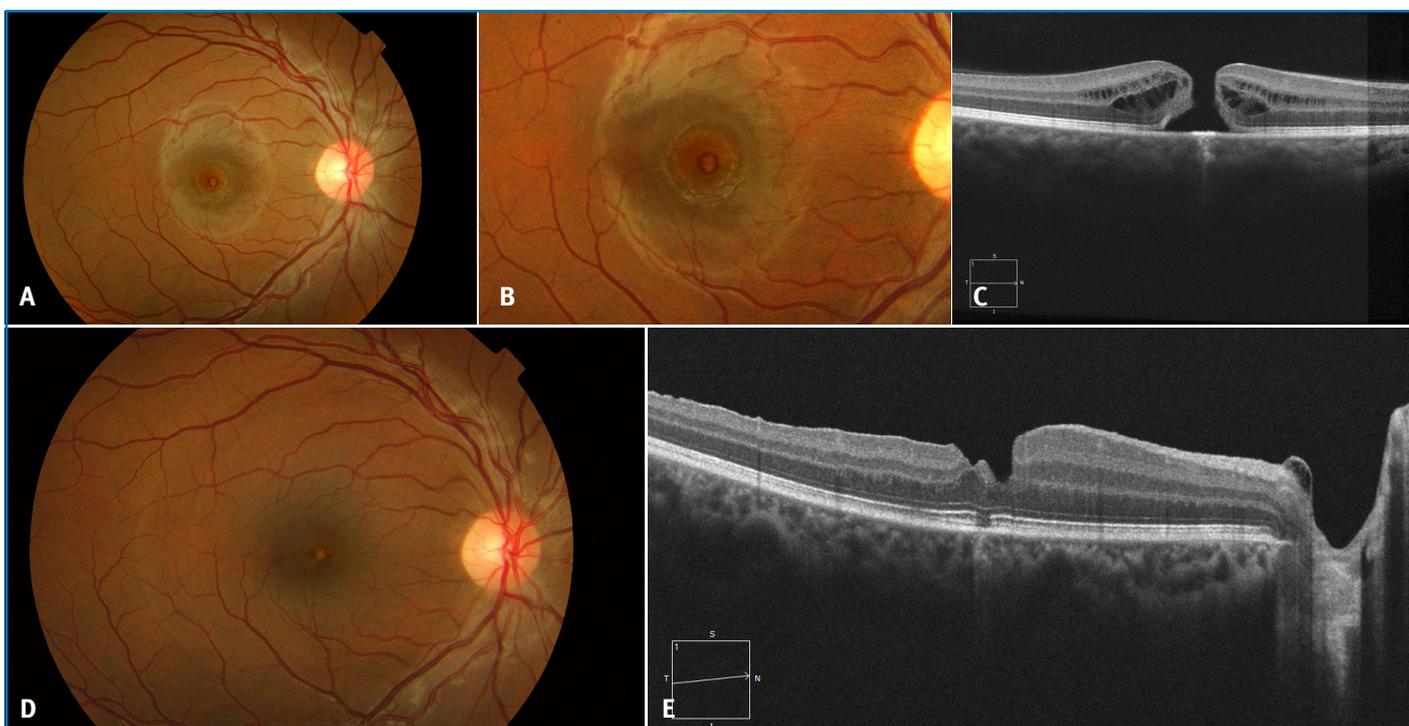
A y B. Agujero macular secundario a fototraumatismo por puntero láser. C. Agujero de espesor completo por tomografía de coherencia óptica. D. Agujero macular cerrado tras una cirugía de vía pars plana + gas hexafluoro de azufre (SF₆). E. Solución de continuidad en la capa de los elipsoides e interdigitación.
